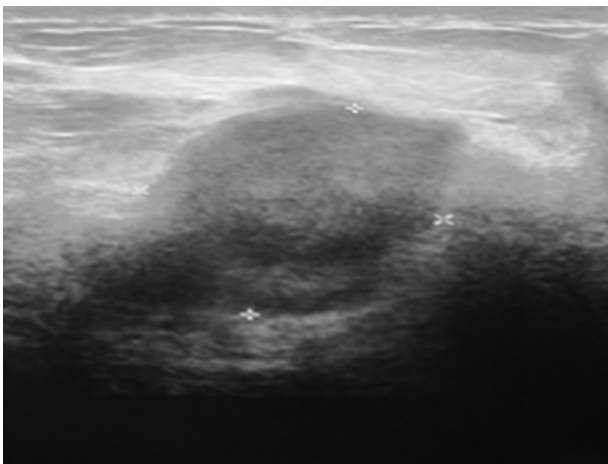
Ecografía de partes blandas: imagen nodular hipocogénica de 28 x 23 mm, bien delimitada, de localización supraaoneurótica.
